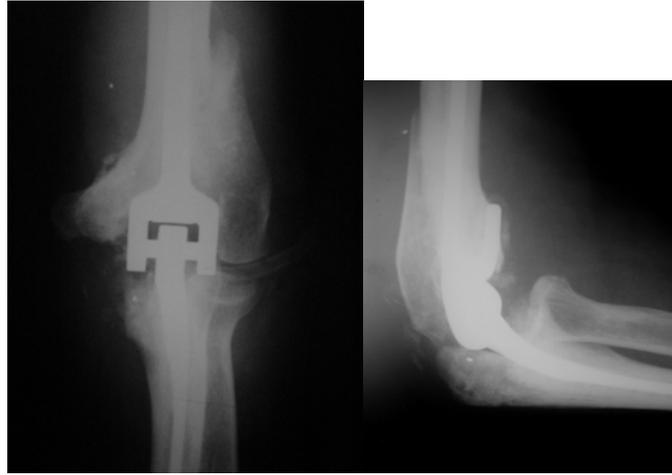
Рентгенограммы того же пациента после установки эндопротеза Coonrad-Morrey.
